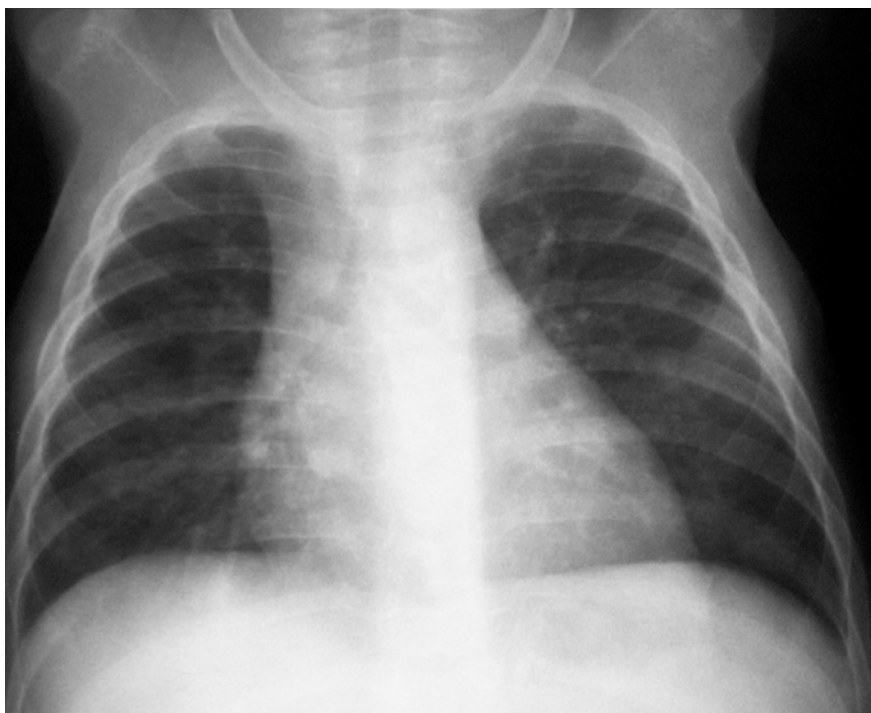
Radiographie pulmonaire d'une enfant, Charifa C. de 4 mois, à 90 jours d'évolution post-hospitalisation. (à confronter aux radiographies de la figure 4.)
